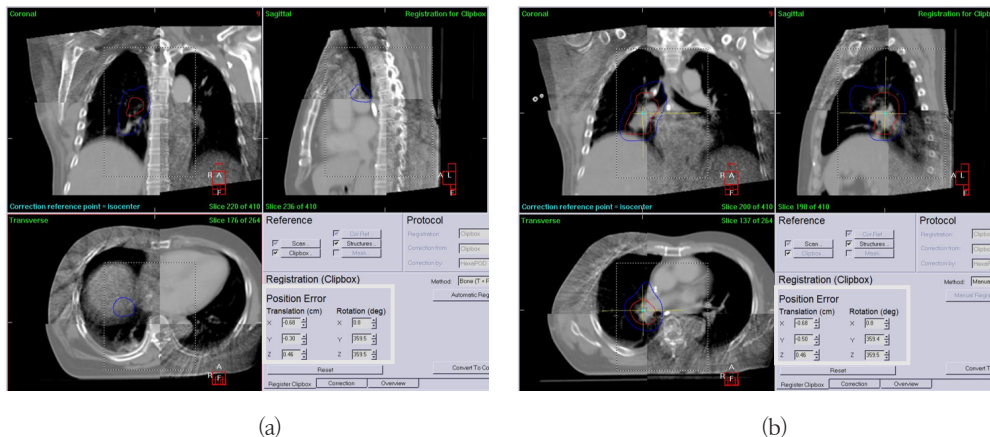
Example of 6-directional position shift values on CBCT images
